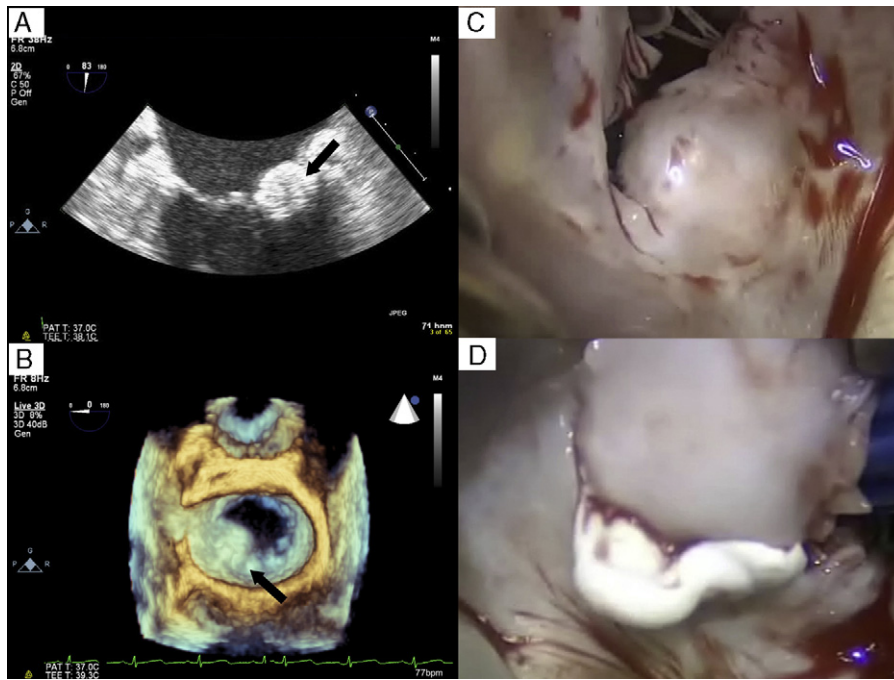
A: ecocardiograma transefágico en el plano bicomisural de la válvula mitral en el que se aprecia una masa redondeada calcificada y con contenido interior de menor ecogenicidad. B: la imagen obtenida con ecocardiografía tridimensional nos permite ver con mayor claridad cómo afecta a P1-P2 y protruye en la auricular izquierda. C: imagen intraoperatoria de la masa. D: contenido pastoso que se extrajo tras la incisión.
